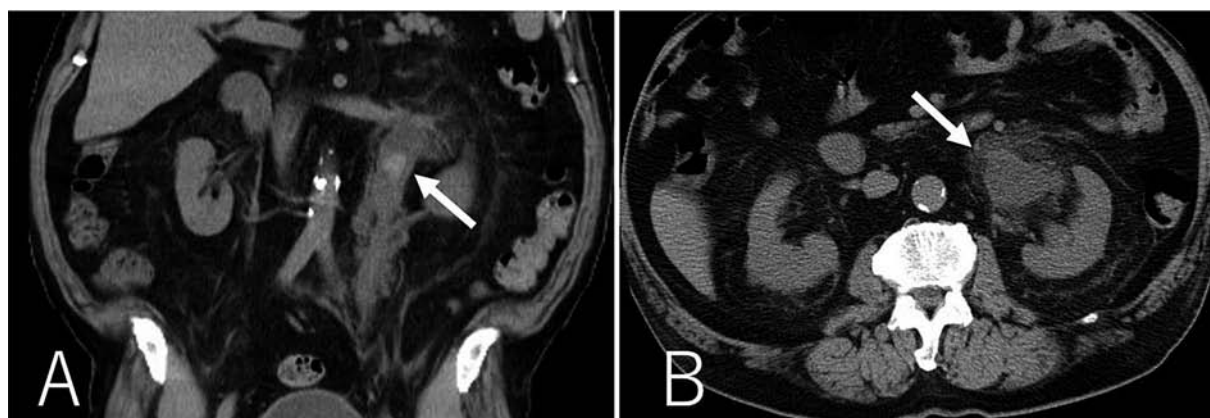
Abdominal plain CT at initial diagnosis. (A) A coronal image shows a high-density lesion in the left ureteropelvic junction and a low-density area around the left ureter (arrow). (B) An axial image shows left hydronephrosis and perinephric fat stranding (arrow).
